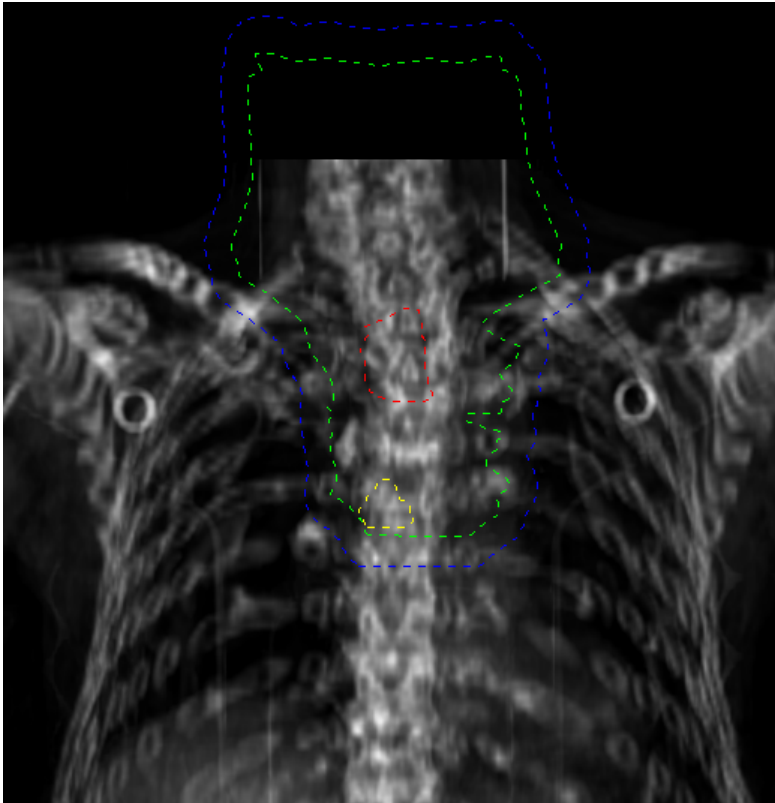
Koronare Rekonstruktion der Planungs-CT mit eingezeichnetem GTV (rot), CTV (grün), PTV (blau) und nodalem In-Field-Rezidiv (gelb) im Bereich der Lymphknotenstation 7.
